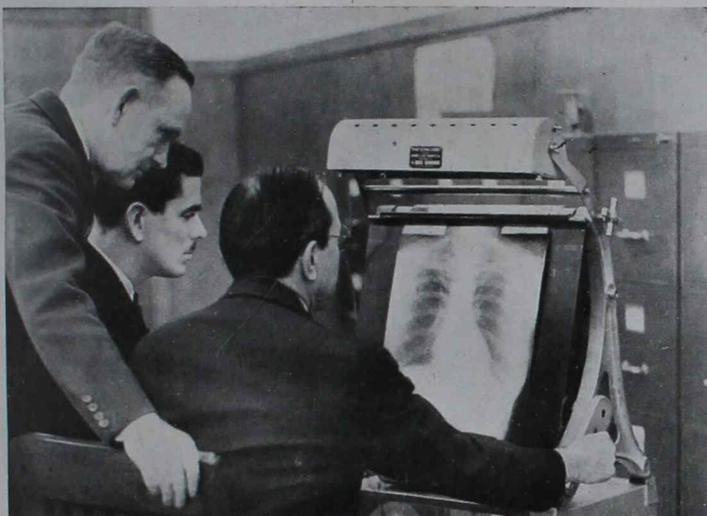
Cámara rápida capaz de hacer radiografías sobre rollos en papel con una velocidad aproximada de 1.000 tórax en un solo día. Radiografiando a los niños
